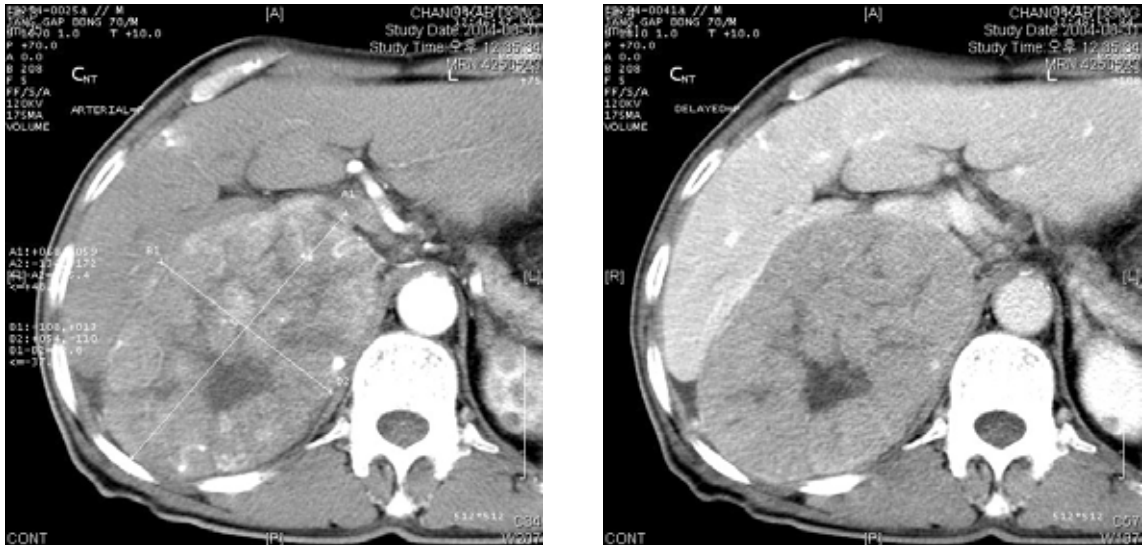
Abdominal CT scans show a mass in arterial phase (left) and delayed phase (right).
